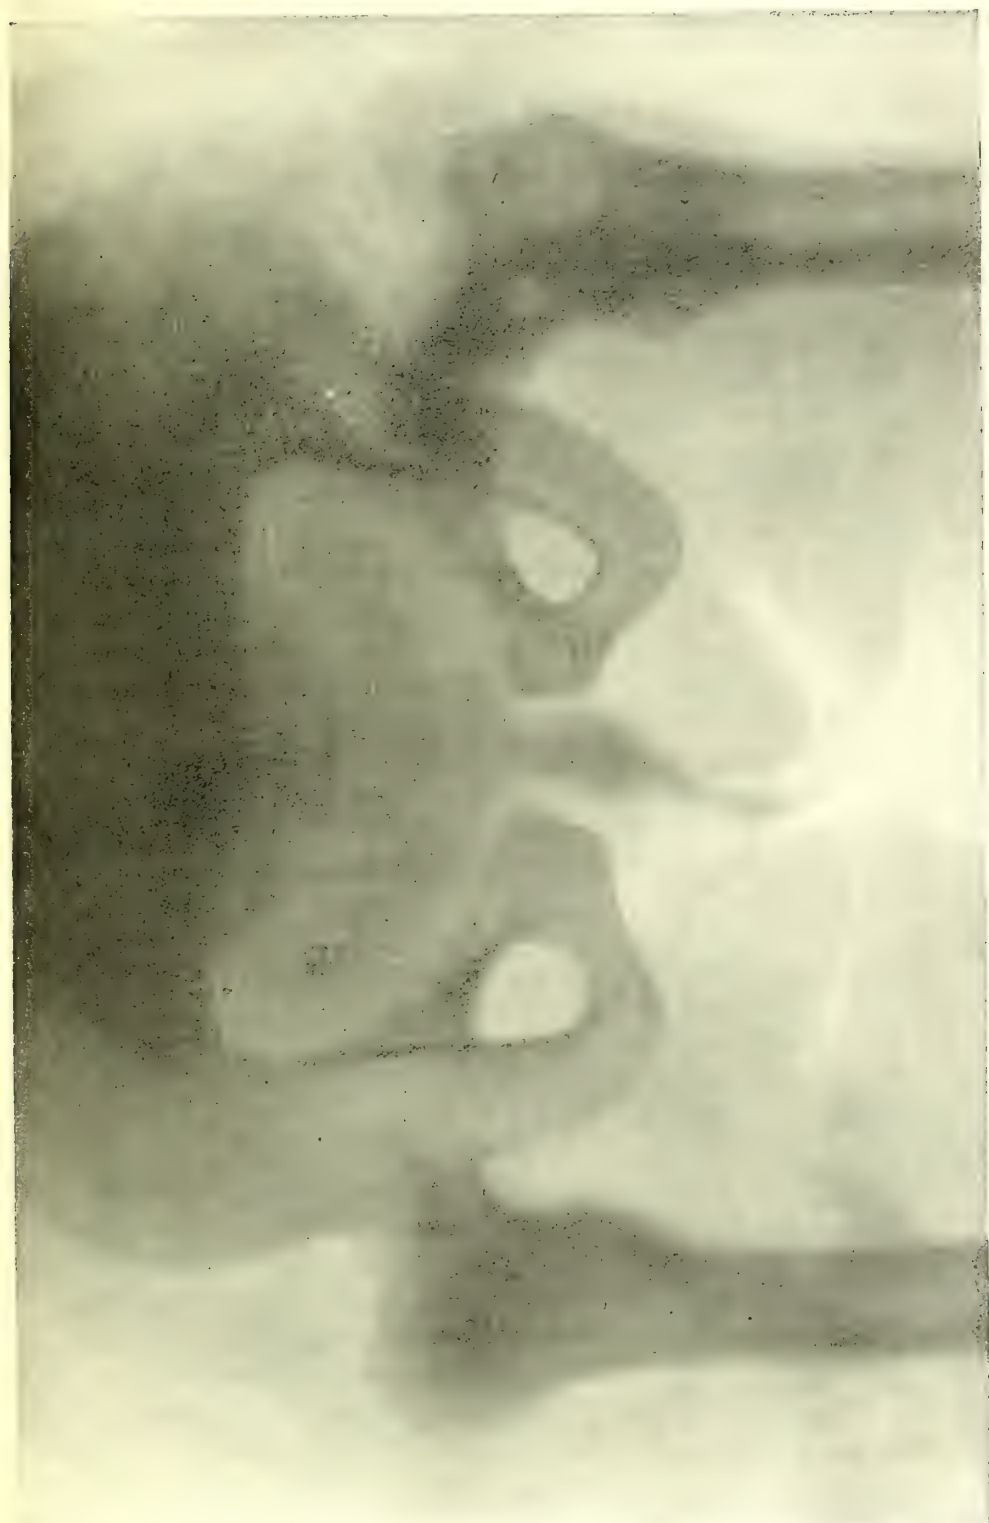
Apparence radiographique de la symphyse pubienne deux ans après la symphyséctomie.
